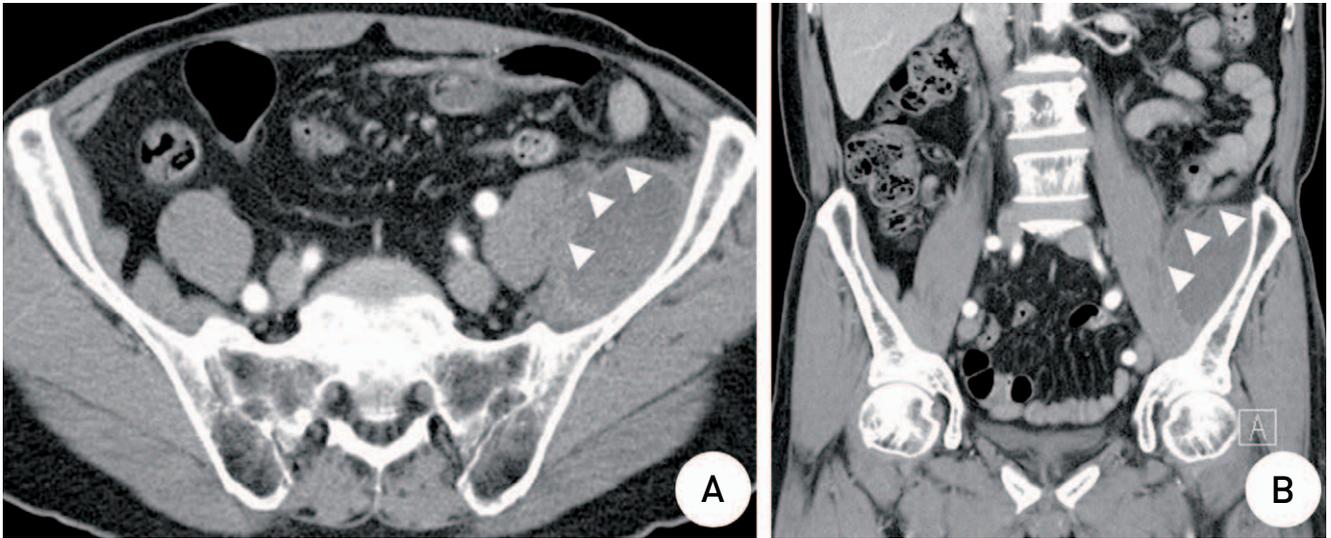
Computed tomographic images at 24 days after hospitalization. Axial (A) and sagittal (B) images show a decreased amount of hematoma in the left iliacus muscle (white arrowheads).
